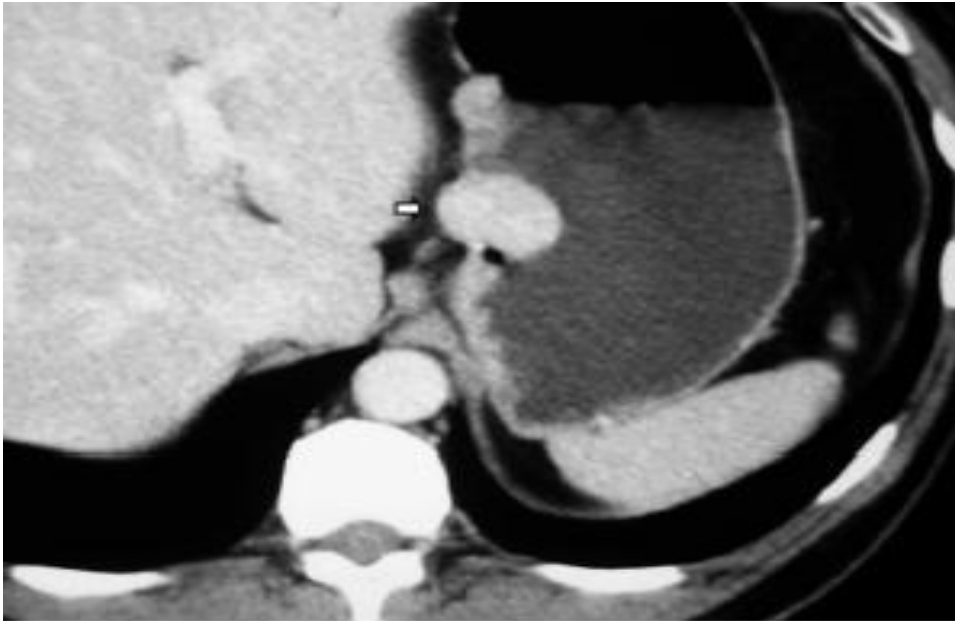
Coupe tomographique après injection intraveineuse du produit de contraste d'une GIST montrant : un nodule pariétal de la petite courbure gastrique (flèche) prenant le contraste de façon homogène [41].
